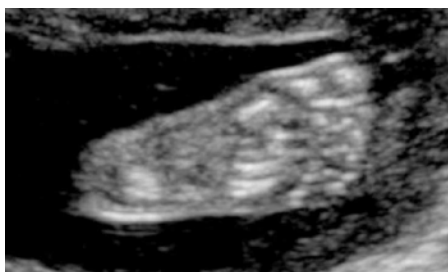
Ecografia de 22 setmanes de gestació. El calcani es veu clarament ossificat (4).
